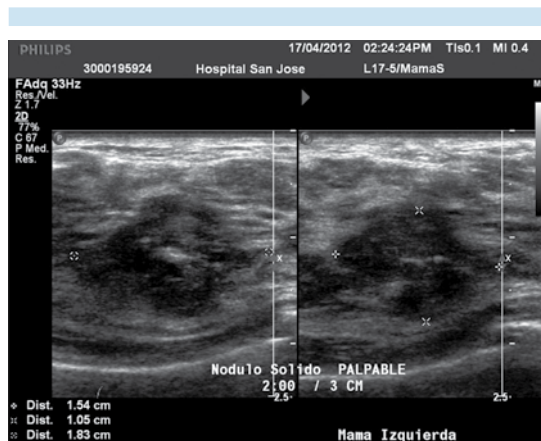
Ultrasonido: masa irregular, heterogénea, márgenes indistintos con calcificaciones en su interior, mide 1.8 cm.
